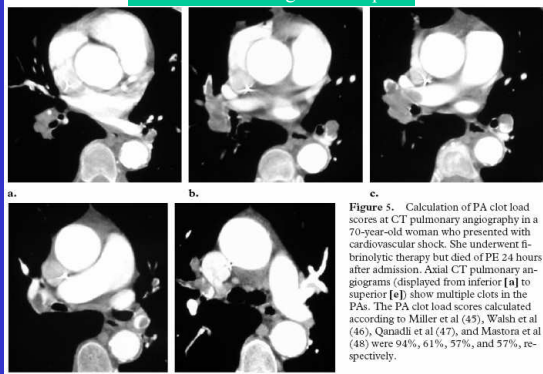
Calculation of PA clot load scores at CT pulmonary angiography in a 70-year-old woman who presented with cardiovascular shock. She underwent fibrinolytic therapy but died of PE 24 hours after admission. Axial CT pulmonary angiograms (displayed from inferior [a] to superior [e]) show multiple clots in the PAs. The PA clot load scores calculated according to Miller et al (45), Walsh et al (46), Qanadli et al (47), and Mastora et al (48) were 94%, 61%, 57%, and 57%, respectively.
